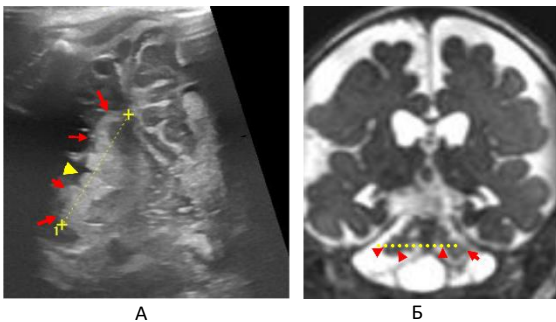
А) НСГ, аксиальный срез и Б) МРТ, коронарный срез: красными стрелками обозначены гипоплазированные, со сниженной дифференцировкой полушария мозжечка, желтой стрелкой червь мозжечка, пунктирными линиями – поперечный размер мозжечка, 26мм
